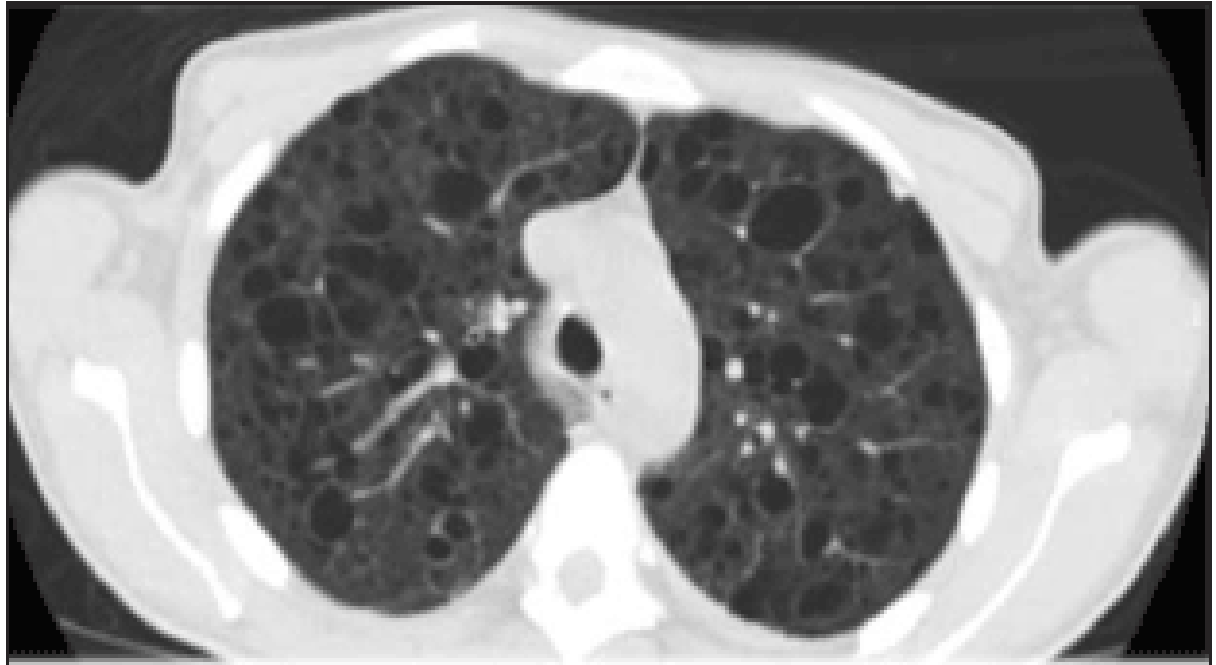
КТ легких больной ЛАМ.
